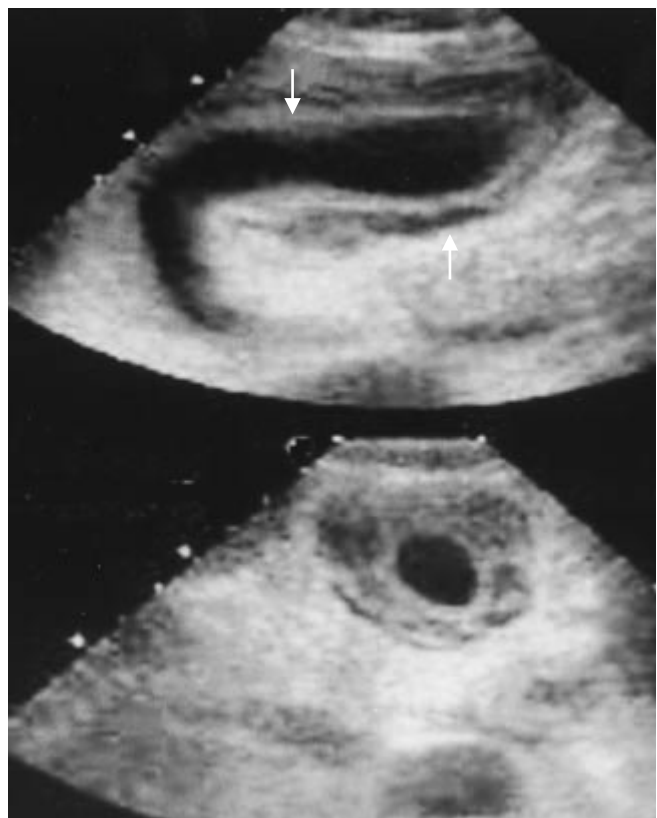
Ultrasonido en donde se observa dilatación de vesícula biliar engrosamiento de su pared y signo del halo positivo (flechas). No se observan cálculos en su interior.
